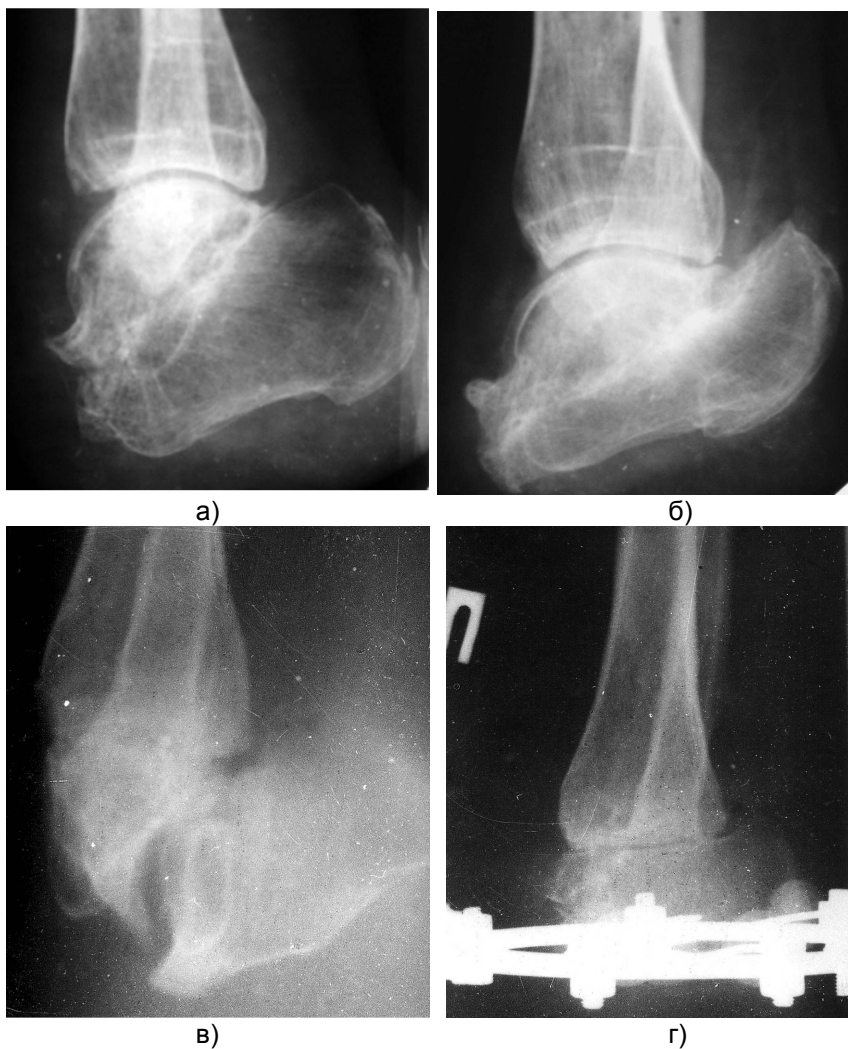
Фото рентгенограм кукси стопи. Тунельна нейропатія великогомілкового нерву: стан до (а, в) та після операції (б, г).
